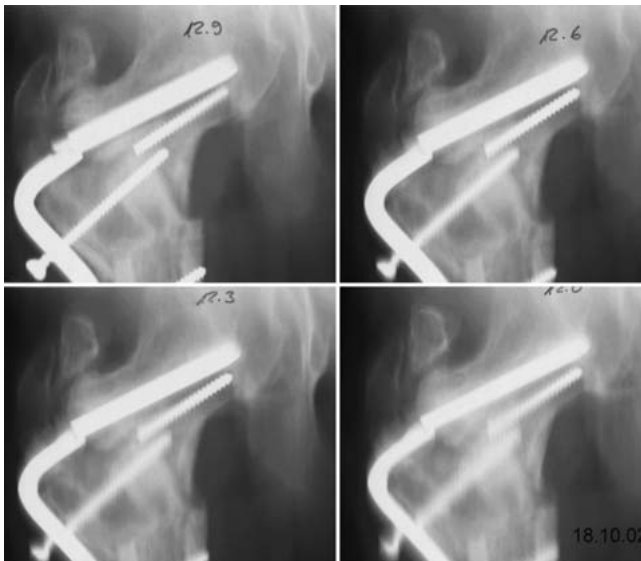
Herkömmliche Tomografie zur Herstellung der Situation.
